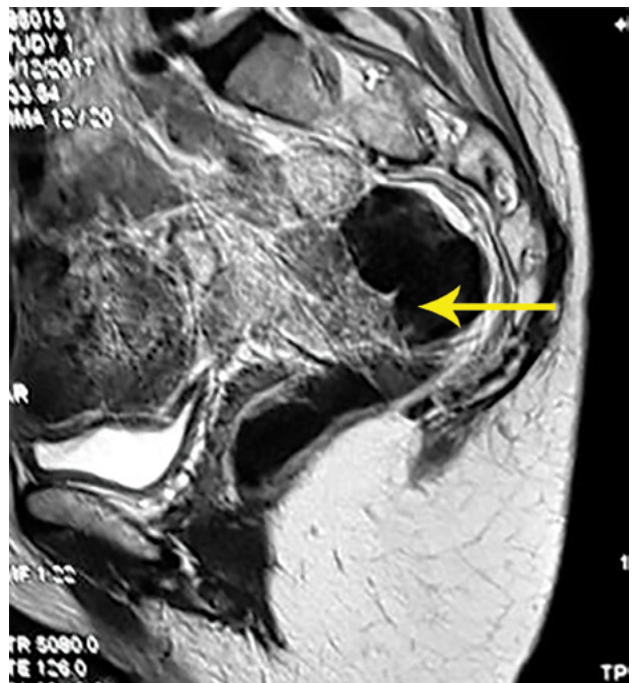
Resonancia nuclear magnética de alta resolución. Corte sagital. Formación sólida polilobulada para rectal izquierda de 5x5cm de bordes bien definidos sobre la plica peritoneal, sin invasión a órganos vecinos.
